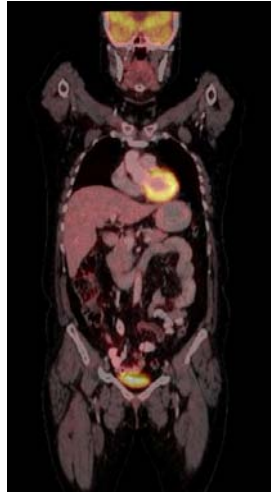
PET-CT Reonstruido¹⁷
